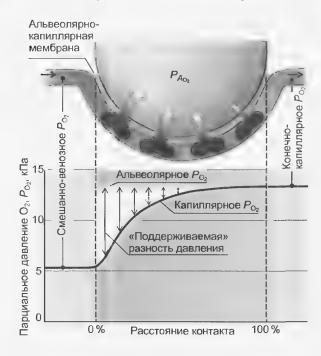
Поступление  $O_2$  из альвеолярного воздуха в кровь легочных капилляров. В начале капилляра «поддерживаемая» разность давления высока, и большое количество  $O_2$  диффундирует через альвеолярно-капиллярную мембрану. Благодаря поступлению  $O_2$  в кровь увеличивается ее  $P_{O_2}$  вдоль капилляра, вследствие чего «поддерживаемая» разность давления и диффузионный поток снижаются. Конечно-капиллярная артериальная кровь, покидающая капилляр, имеет практически то же самое  $P_{O_2}$  (и  $P_{CO_2}$ ), как альвеолярный воздух. Кривая капиллярного уравнения  $P_{O_2}$  проходит в нормальных условиях более отвесно, чем на представленном для пояснения рисунке. Усредненная альвеолярно-капиллярная разность  $P_{O_2}$  в норме равна примерно 1 кПа (см. текст)
